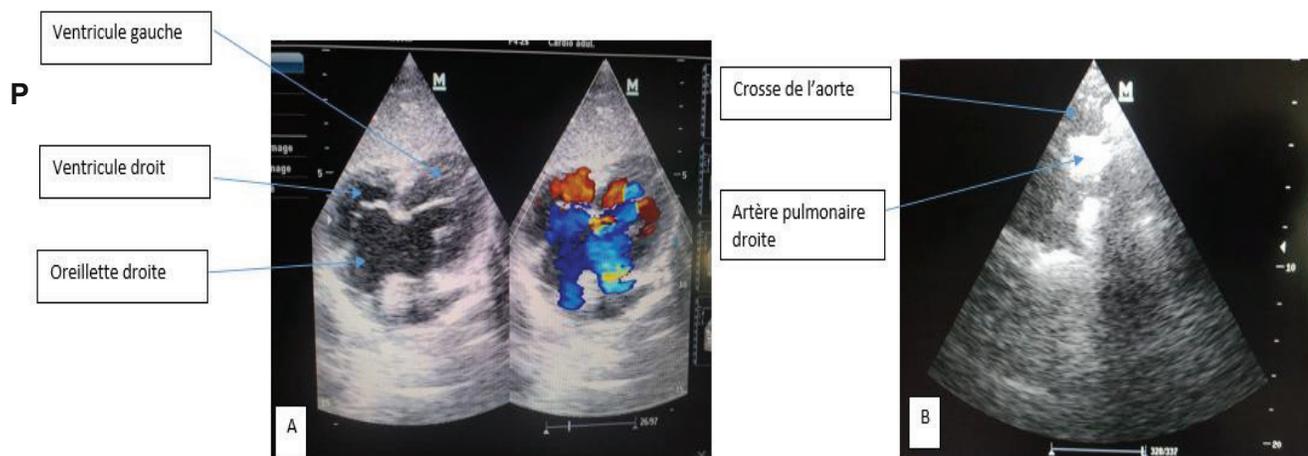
Echocardiographie Doppler transthoracique
